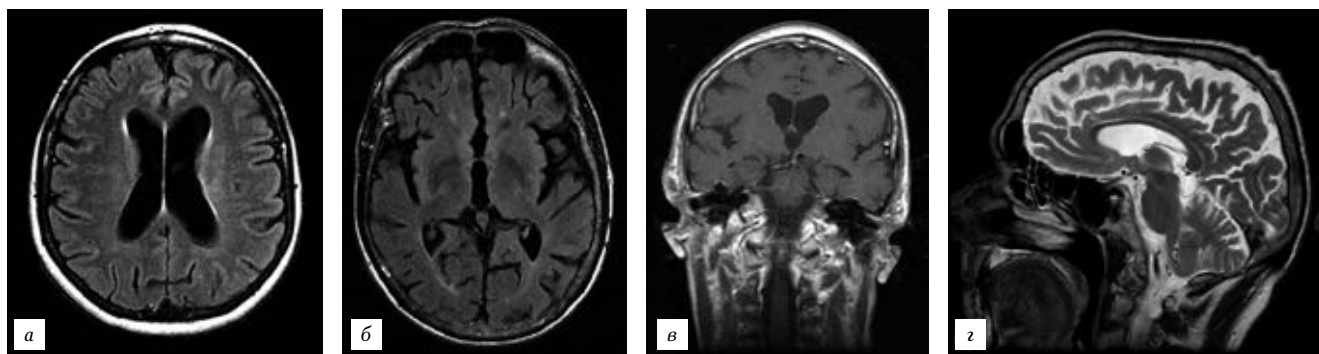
ВИЧ-энцефалопатия. МРТ: а, б — T2 FLAIR; в — T1-ВИ после внутривенного контрастирования; г — T2-ВИ.
